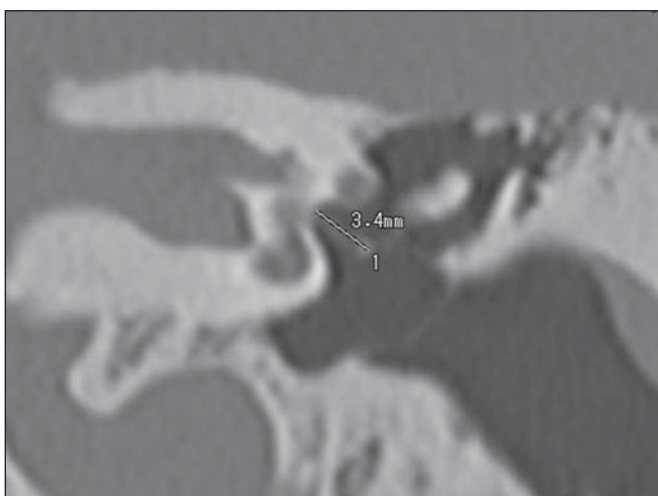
Tomografia computadorizada, reconstrução em coronal. Distância da bigorna à platina do estribo.
